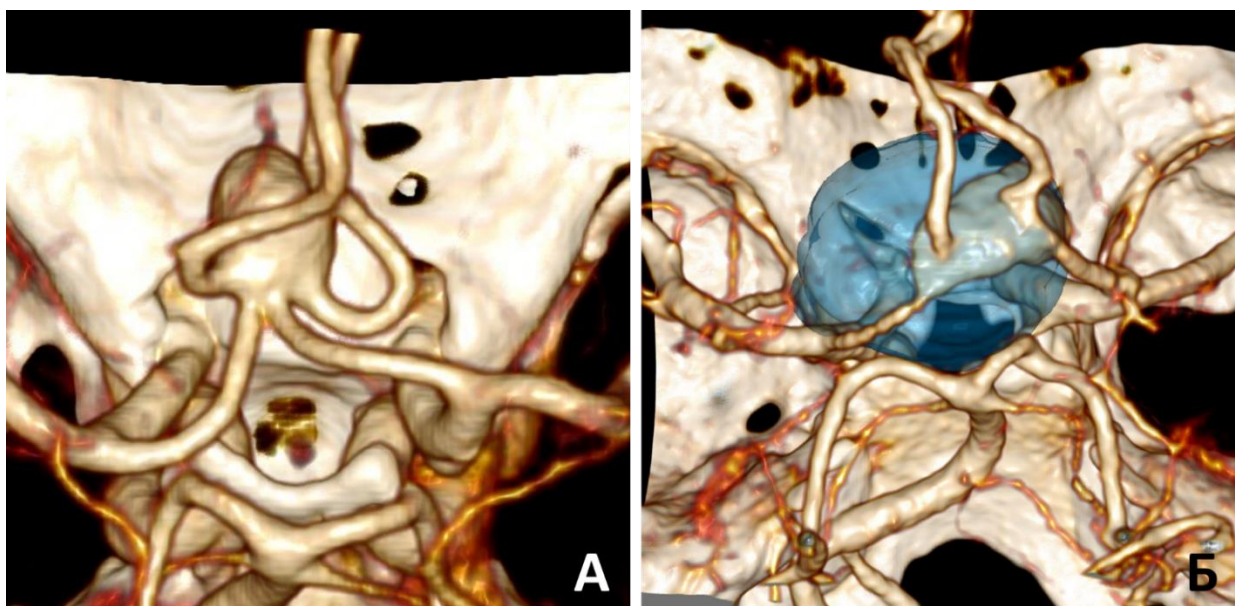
Аневризмы с расположением шейки на обеих ПМА с переходом через ПСА. А – крупная нетромбированная аневризма переднего расположения; Б – гигантская фузиформная ЧТА (тромбированная часть выделена голубым цветом)
